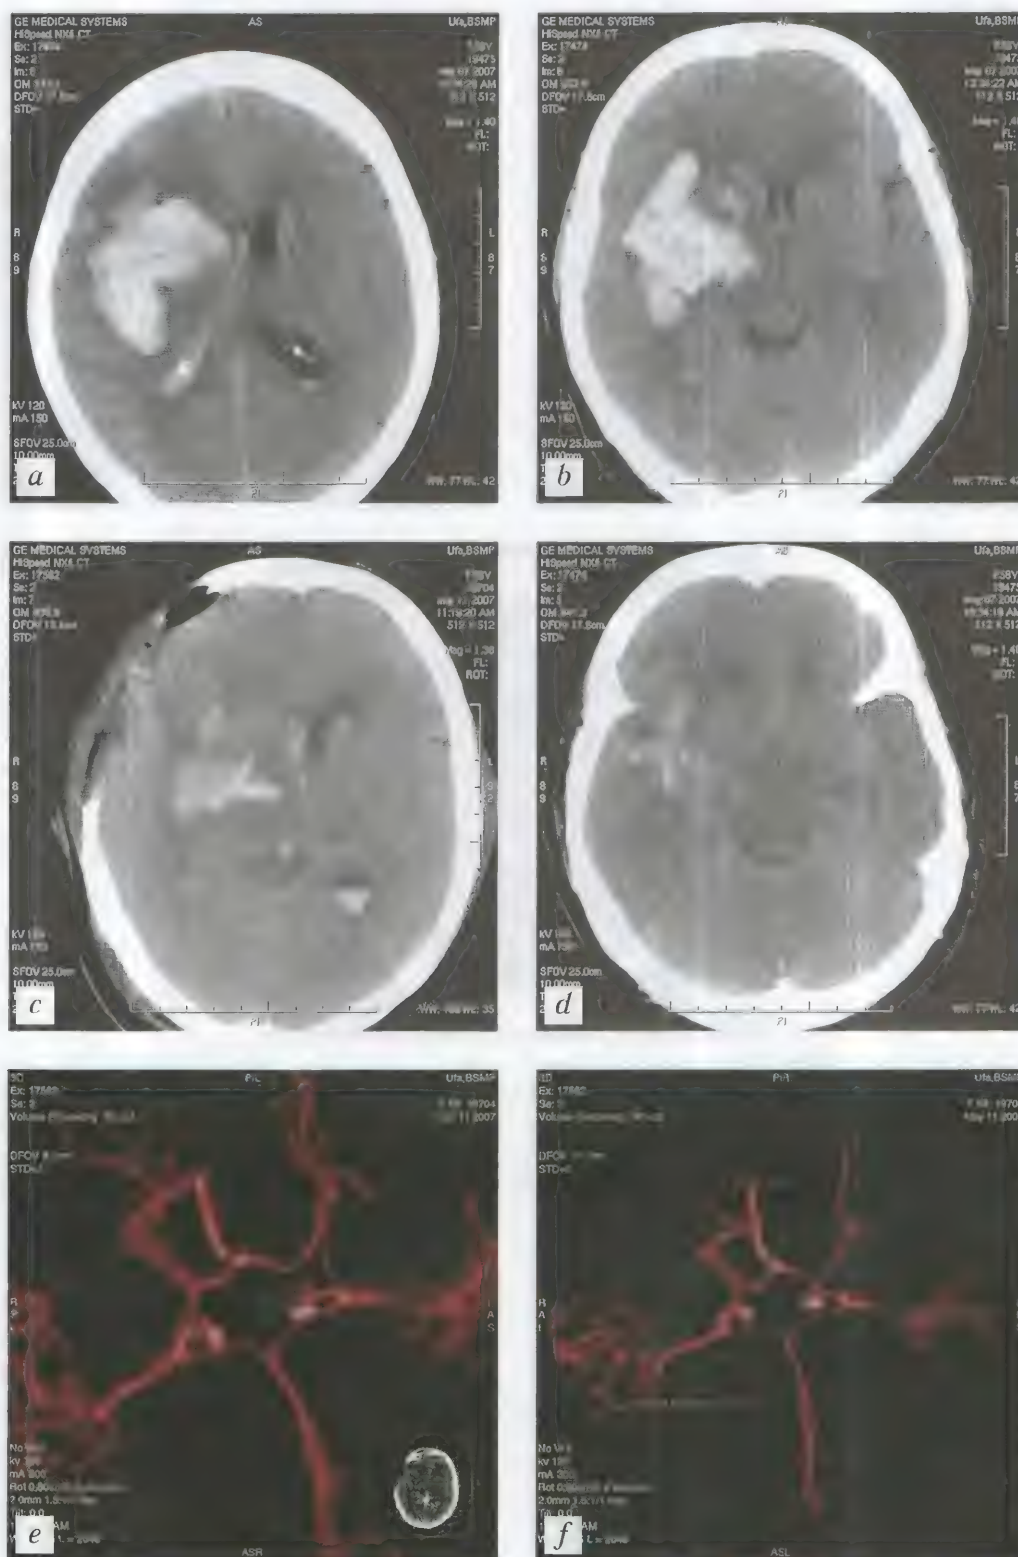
Больной В., 50 лет. Гипертензивное паренхиматозно-вентрикулярное кровоизлияние с формированием внутримозговой гематомы в проекции подкорковых ядер справа. Состояние после оперативного лечения по поводу частичного удаления гематомы. На ангиограммах — выраженный спазм центральных и периферических ветвей церебральных артерий. КТ (неконтрастная) — *a–d*; СКТА — *e, f*
